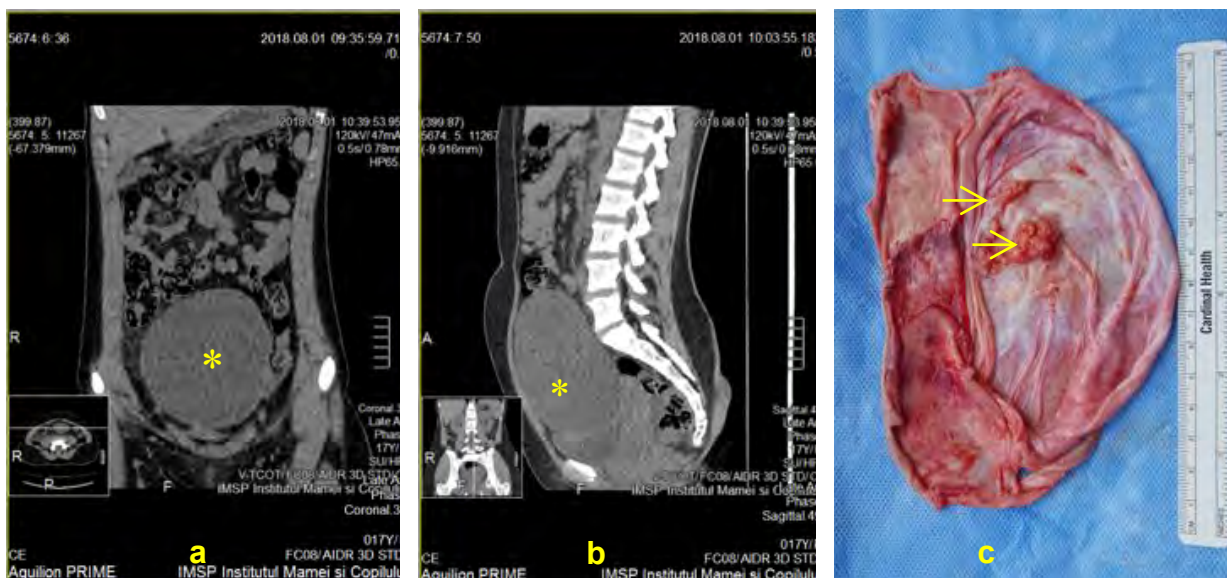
TC a CAP (a) proiecție frontală (b) proiecție sagitală – formațiune lichidiană 150x125x95 mm a ovarului stâng (*); (c) macropreparatul CAP: excrescențe papilare (→)
